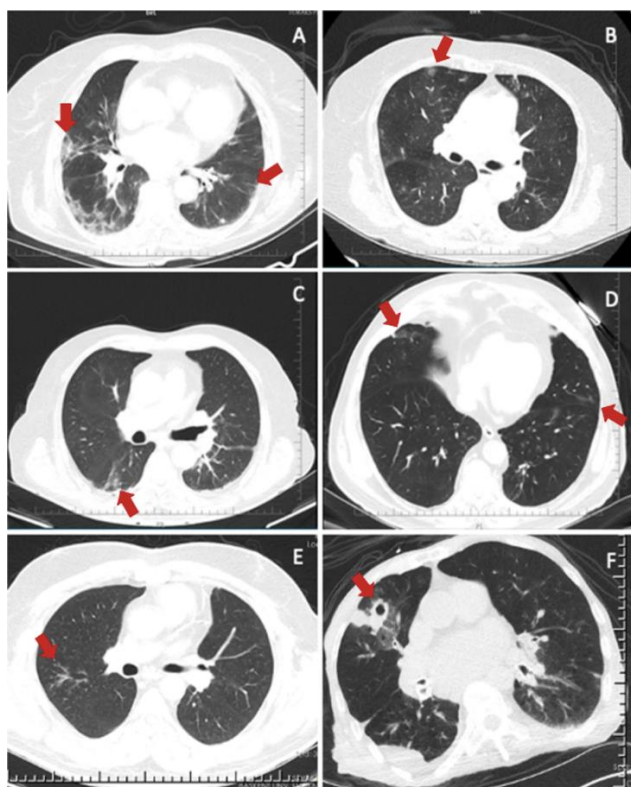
Representative T-CT images according to three different RSNA categories
